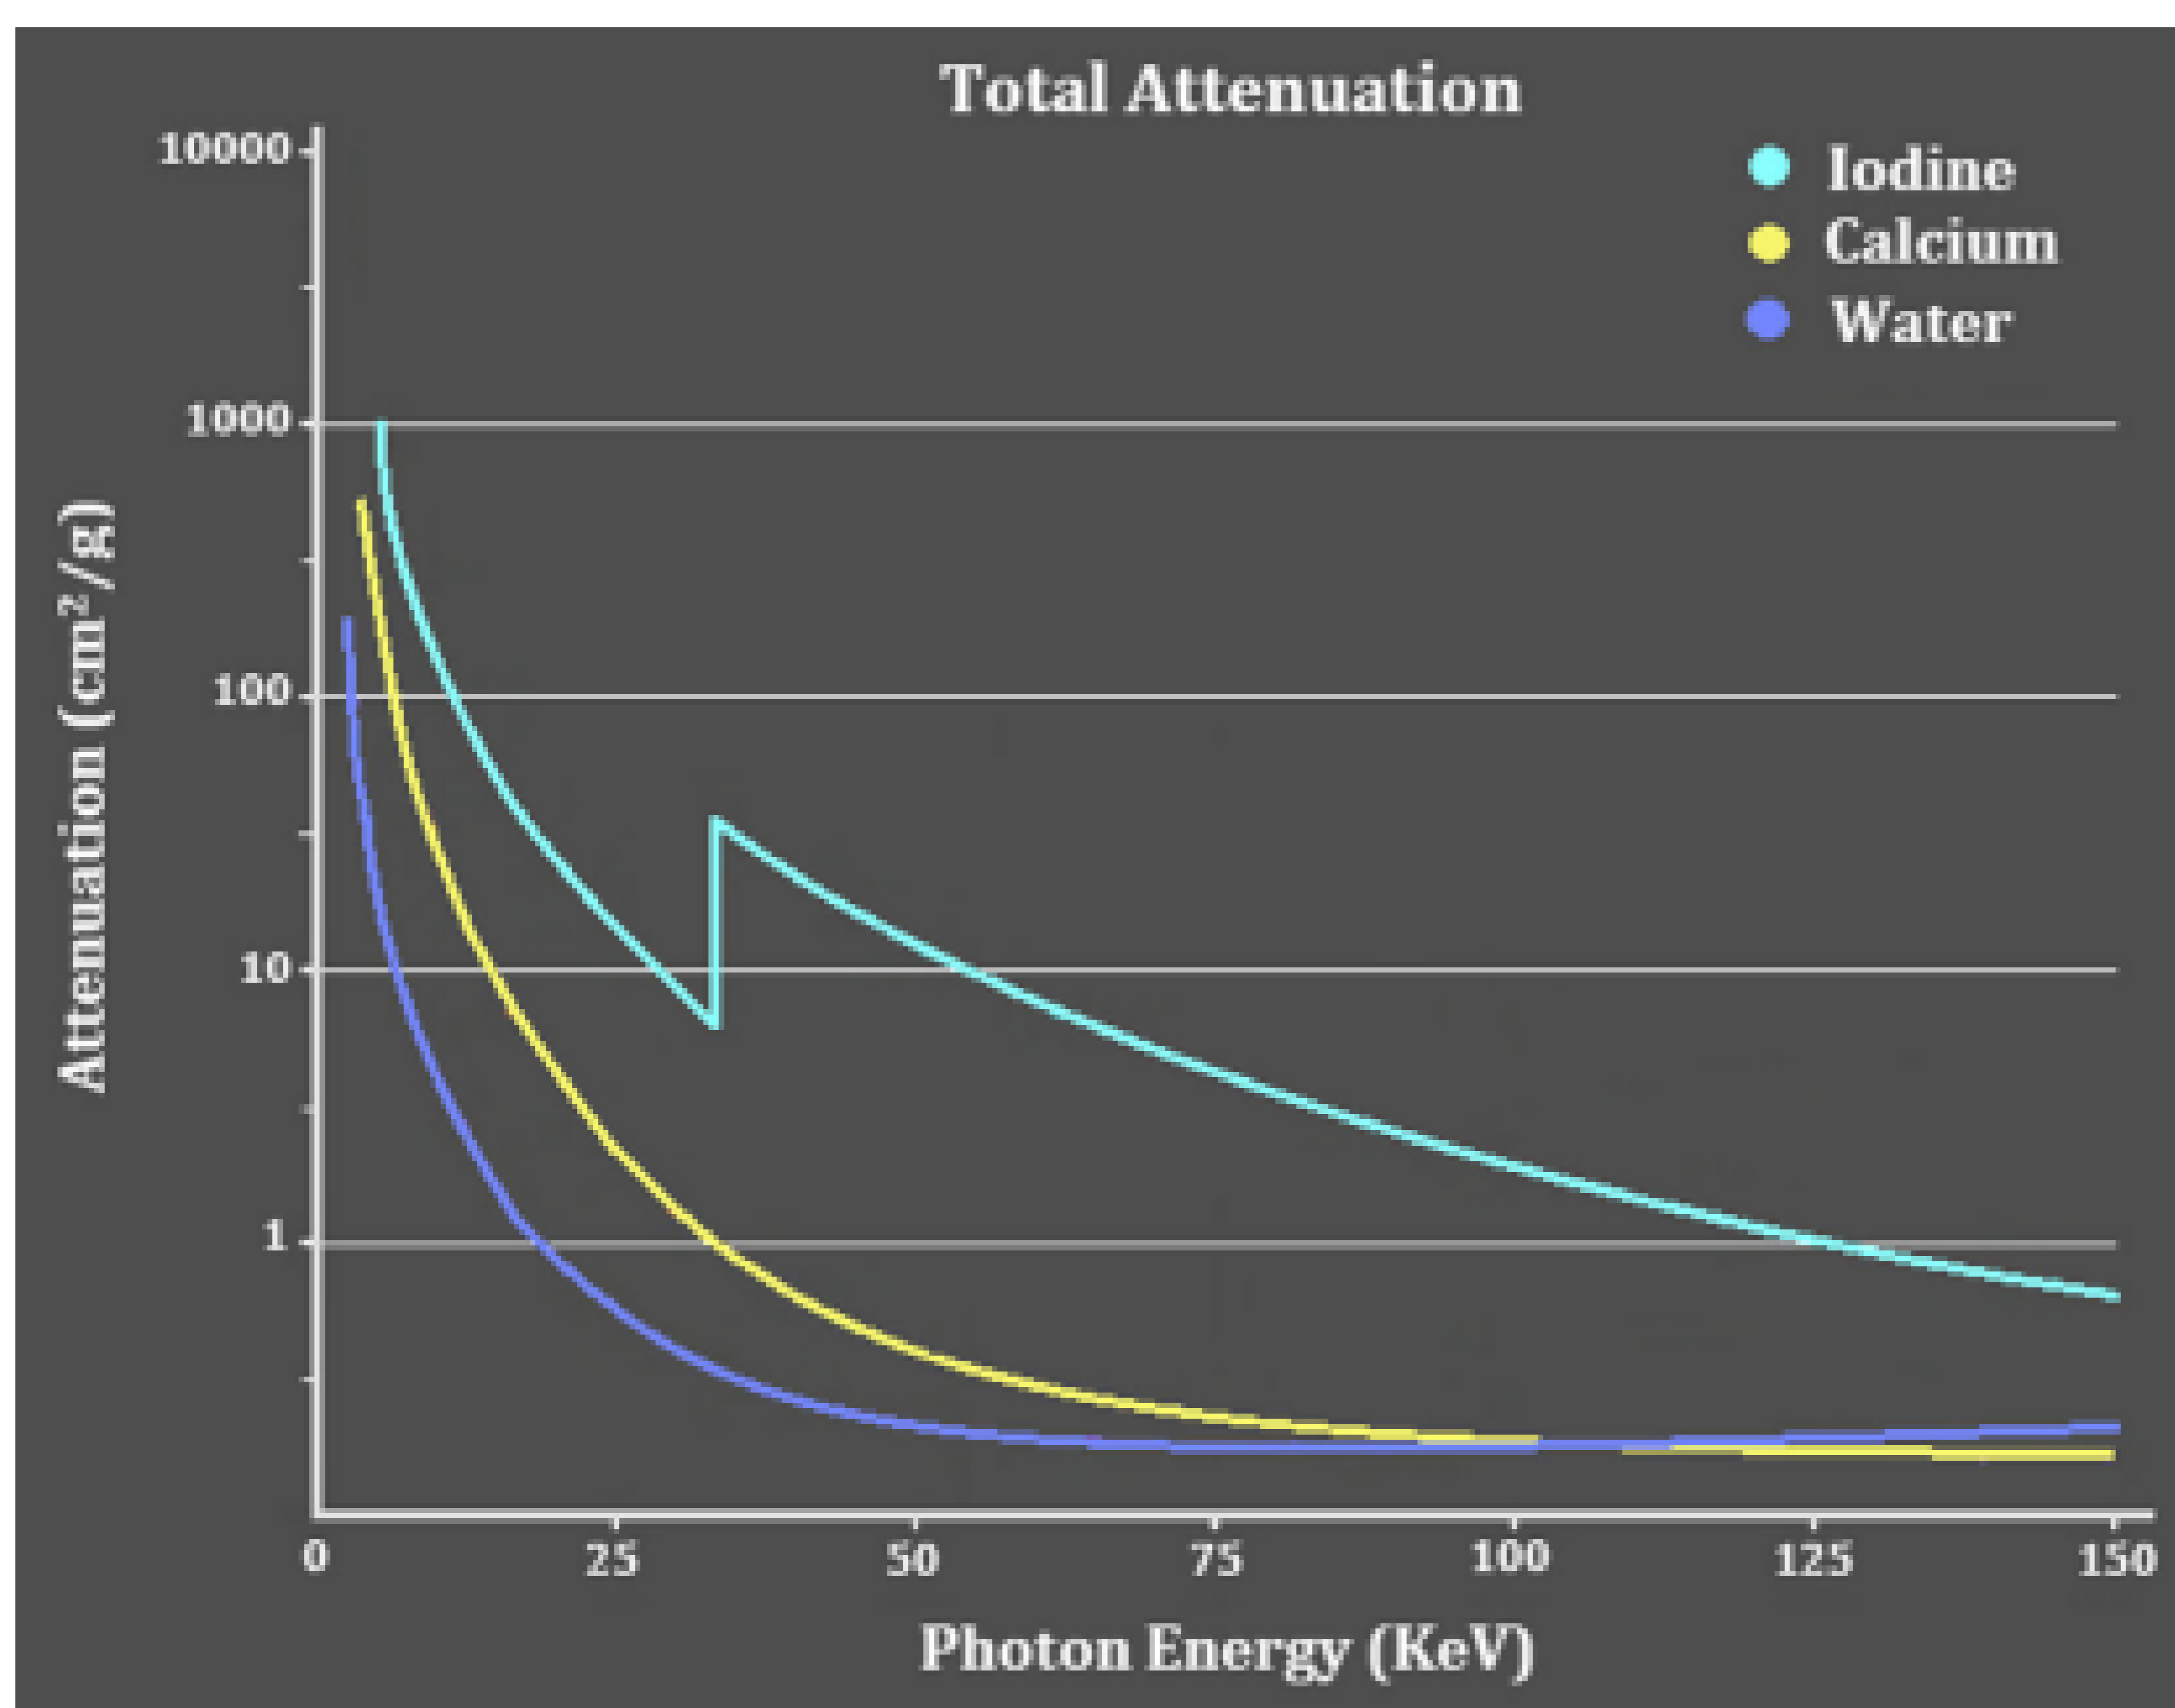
Representación lineal de los diferentes niveles de atenuación del yodo, el calcio y el agua con distintos niveles de KeV. Obtenido de: Aran S, Shaqdan KW, Abujudeh HH. Dual-energy computed tomography (DECT) in emergency radiology: basic principles, techniques, and limitations. Emerg Radiol. agosto de 2014;21(4):391-405.
